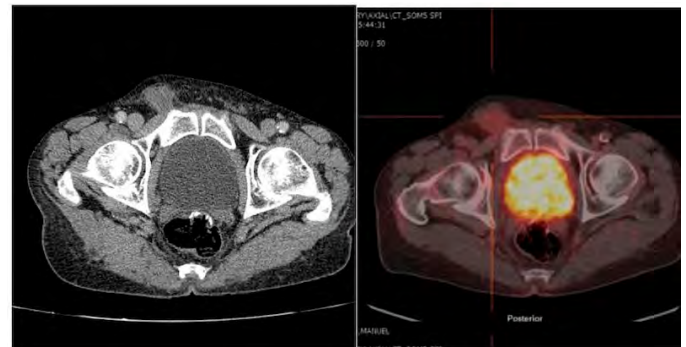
Pet TC que muestra lesión en canal inguinal derecho.
